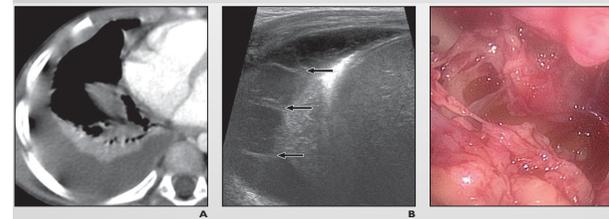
4-year-old boy with pneumonia and empyema. A-C, Axial contrast-enhanced chest CT image (A) and longitudinal image from chest ultrasound (B) show parapneumonic effusion. Fibrin strands within pleural fluid are seen to advantage on chest ultrasound (arrows, B) and correlate with intraoperative findings (C) of empyema and fibrin stranding.
